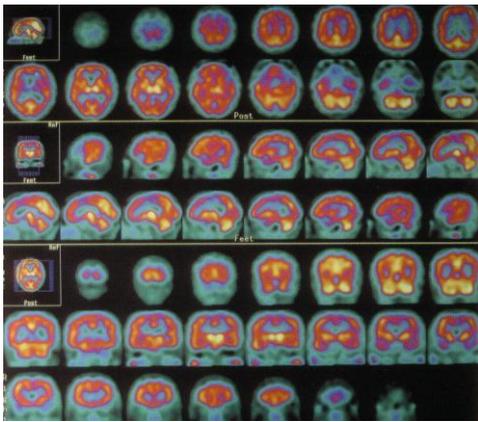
Cortes axiales, sagitales y coronales de SPECT cerebral.
